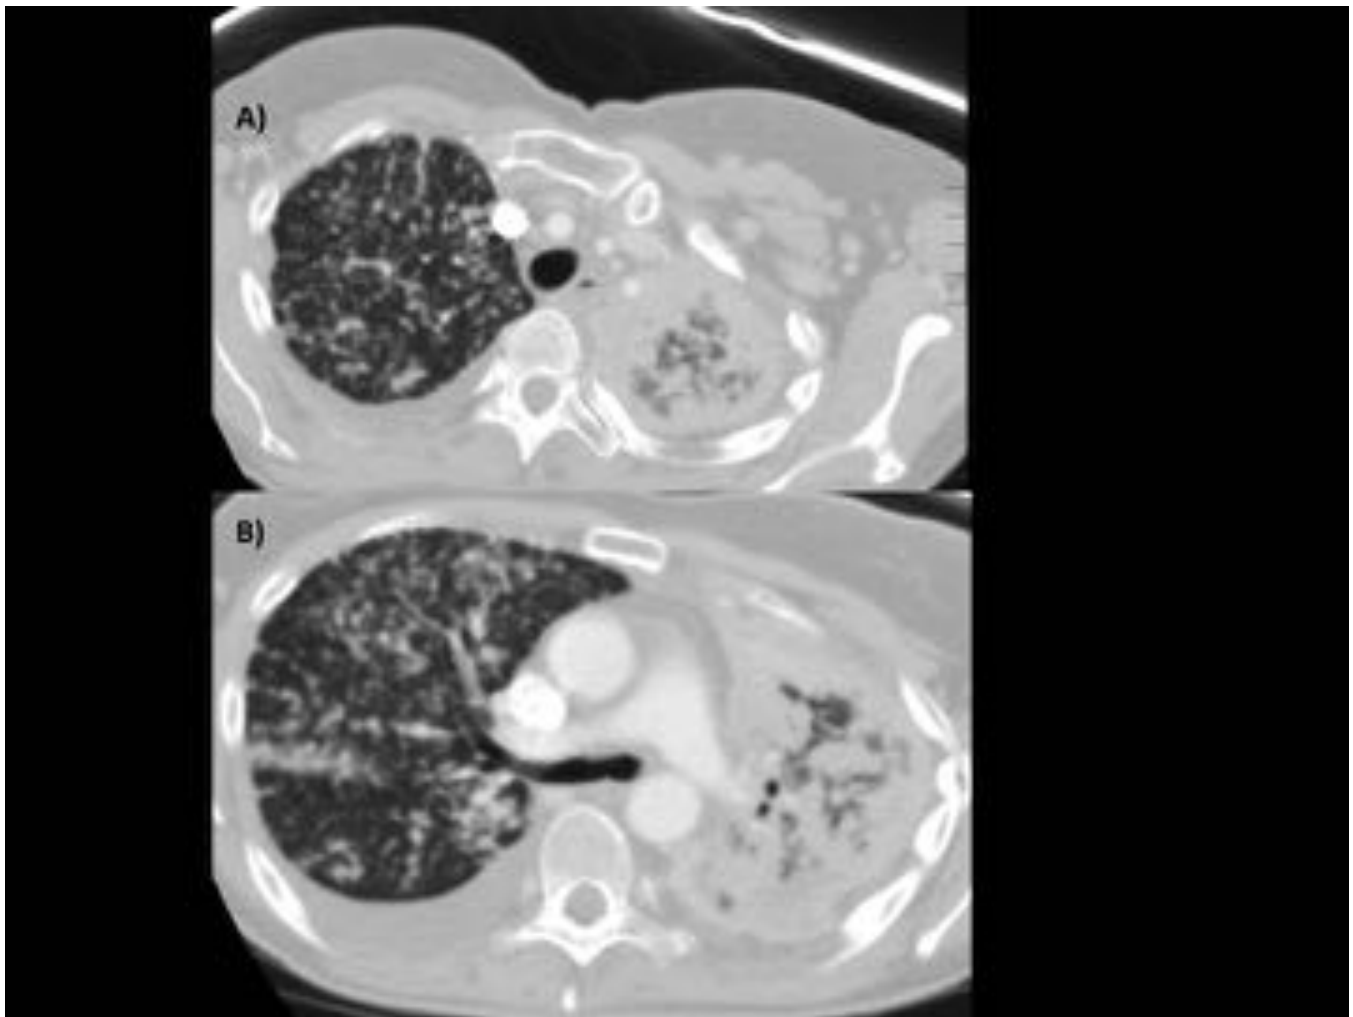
TC de screening en paciente con adenocarcinoma de pulmón estadio IV. TC de tórax con contraste intravenoso, cortes axiales a nivel de troncos supraaórticos (A) y a nivel de la bifurcación de la arteria pulmonar (B). Atelectasia casi completa del hemitórax izquierdo con múltiples y pequeñas imágenes nodulares (subcentimétricas) bilaterales, compatibles con metástasis.
